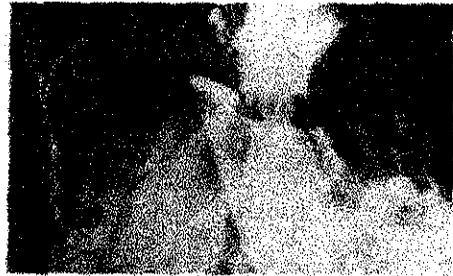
Izquierda, la radiografía supina del abdomen demuestra imagen cónica de densidad de tejidos blandos en la pelvis (flechas horizontales), representando el uraco. La pared externa de un asa intestinal en el abdomen izquierdo (flechas verticales) posiblemente es delimitada por gas intraperitoneal libre. Derecha, radiografía abdominal en posición erecta, demuestra un gran neumoperitoneo.
